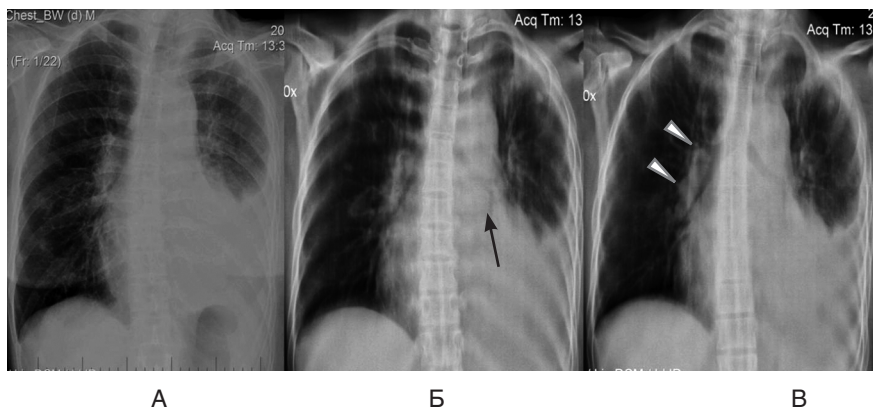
А — рентгенограмма грудной клетки, прямая проекция; Б, В — линейные томограммы. Отчетливо видна коническая ампутация нижнедолевого бронха слева (стрелка), конгломераты увеличенных контрлатеральных бронхолегочных лимфоузлов (головки стрелок)
